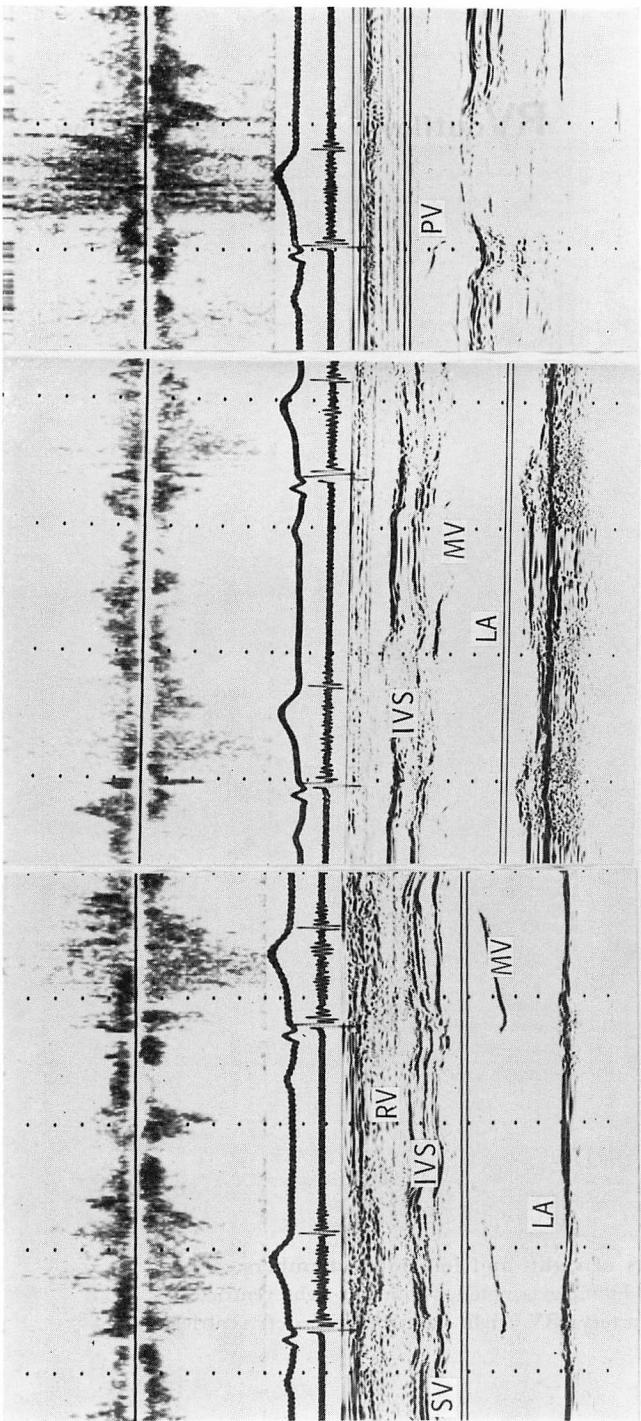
Pulsed Doppler echocardiograms.
